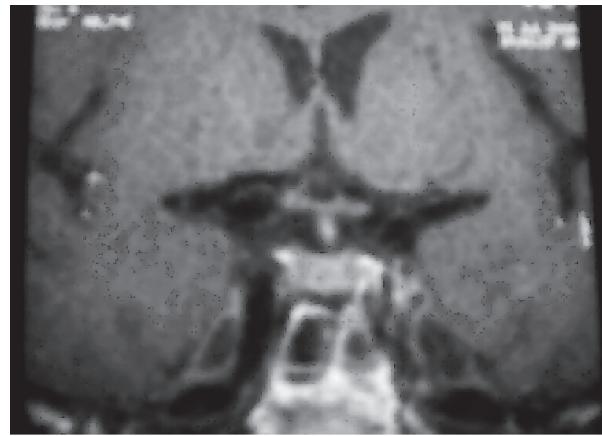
RMN de región selar y supraselar normal
